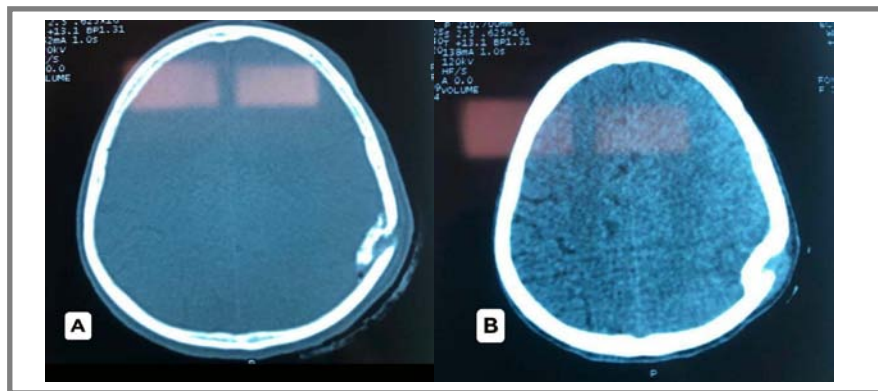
TDM cérébrale en coupes axiales
